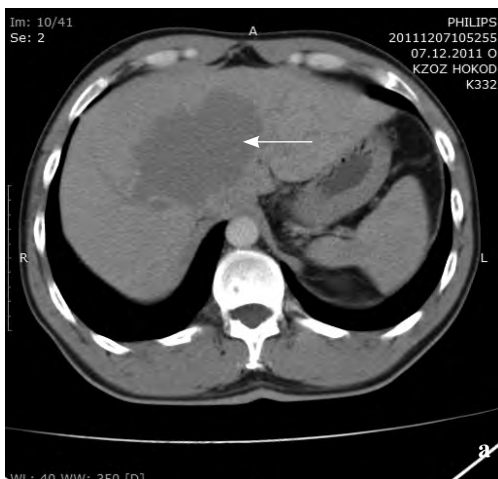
а – КТ органов брюшной полости. определяется гемангиома в S4 печени (стрелка); б – КТ органов брюшной полости спустя месяц после операции
